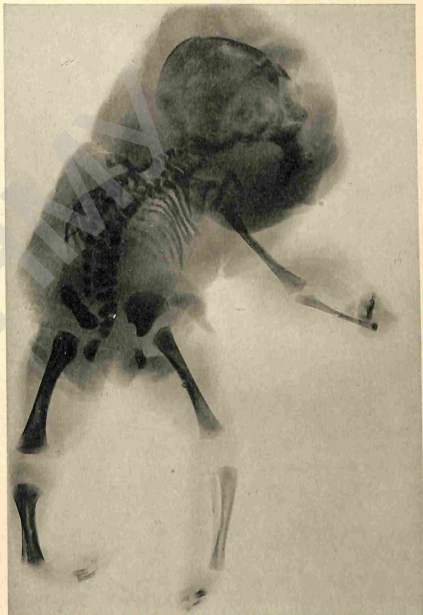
Рентгенограмма holoscardius'a aserhalus'a (фотография—на табл. VIII).
